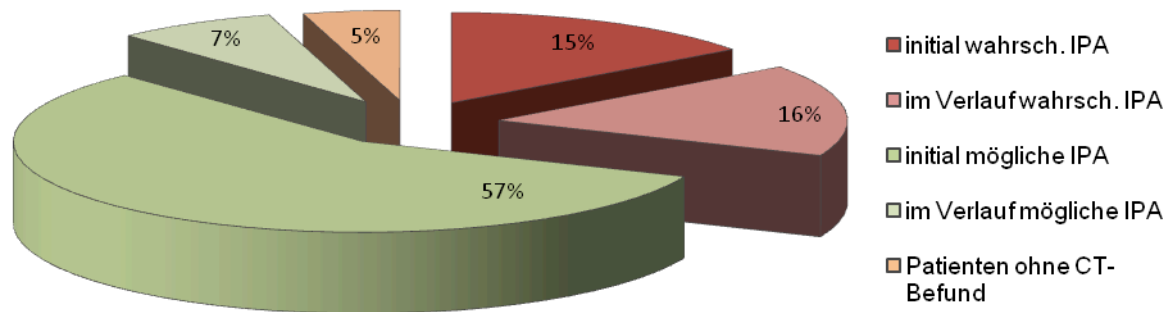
Diagnostische Ergebnisse der Computertomographie
